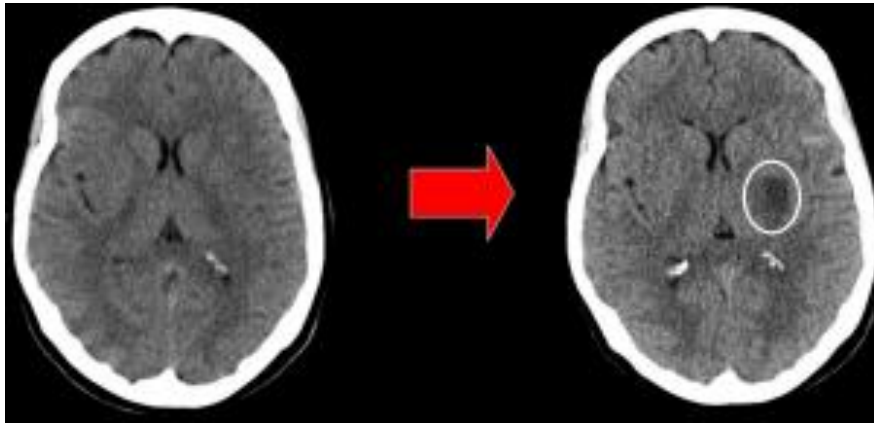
TC corresponent a infart lacunar per malaltia de petit vas (localització subcortical)
